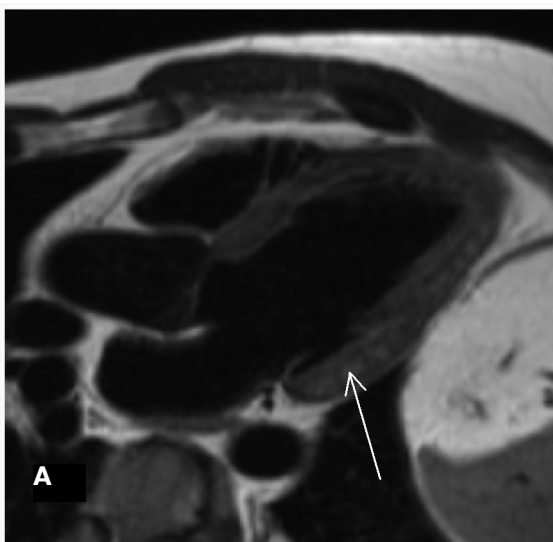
МР-томограмма пациента А., 36 лет. «Активный» миокардит. МРТ сердца в 3-камерной проекции. На T2-ВИ в задне-латеральной стенке левого желудочка визуализируются множественные разнокалиберные округлые гиперинтенсивные очаги (стрелка), обусловленные отеком (А), накапливающие контрастный препарат (стрелка) в позднюю фазу усиления на GE-IR (Б).
